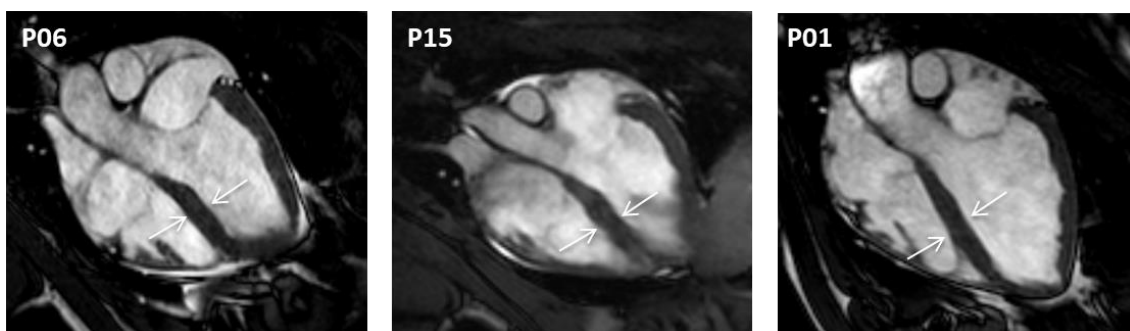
Imágenes de la RM2 obtenidas de la secuencia cine en 4CH (Cuatro cámaras) de los animales P06, P15 y P01 representativos de los grupos 1, 2 y 3 respectivamente, en las que no se aprecian diferencias en el grosor de la pared ventricular (indicado con flechas).
